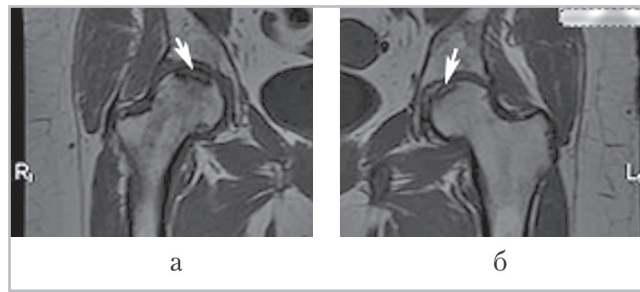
Магнитно-резонансные томограммы тазобедренных суставов пациентки Т., 55 лет, с серонегативным спондилоартритом в корональной проекции T1-ВИ: *а, б* — в верхненаружных отделах головок бедренных костей (*стрелки*) определяются некротические фокусы, отграниченные по периферии полосками низкой интенсивности (1-я стадия)
